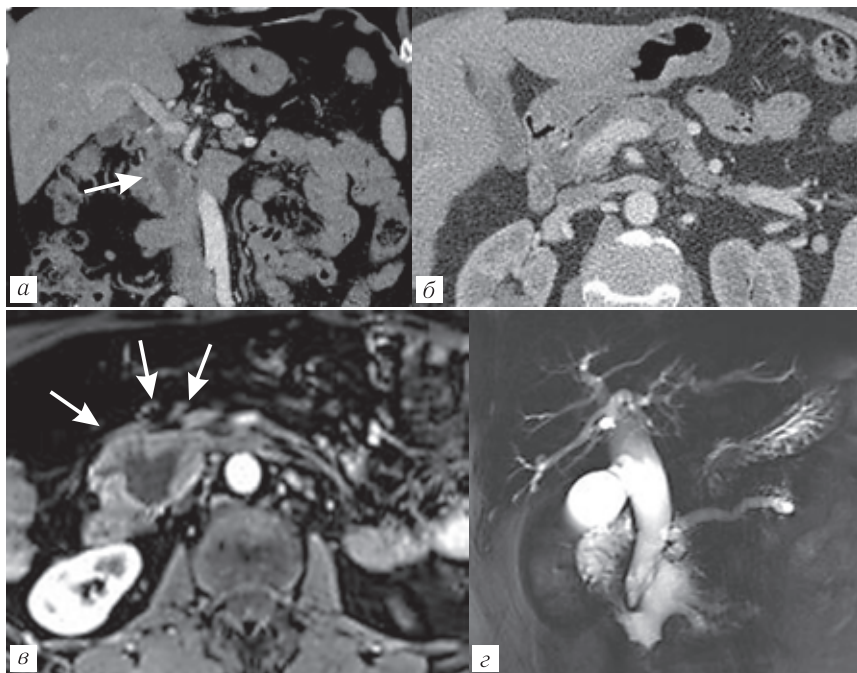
Пациентка С., 47 лет. ВПМО боковой тип. МСКТ с внутривенным контрастированием, порталная фаза, корональная (а) и аксиальная (б) плоскости. Киста головки поджелудочной железы, расцененная как псевдокиста (стрелка), расширенный главный панкреатический проток. МРТ с внутривенным контрастированием (в) и 3D-МРХПГ (г) спустя 2 года — признаки озлокачествления ВПМО: расширение желчных и главного панкреатического протоков, крупные размеры кисты, накапливающий контраст солидный компонент вдоль стенок кисты (стрелки)
